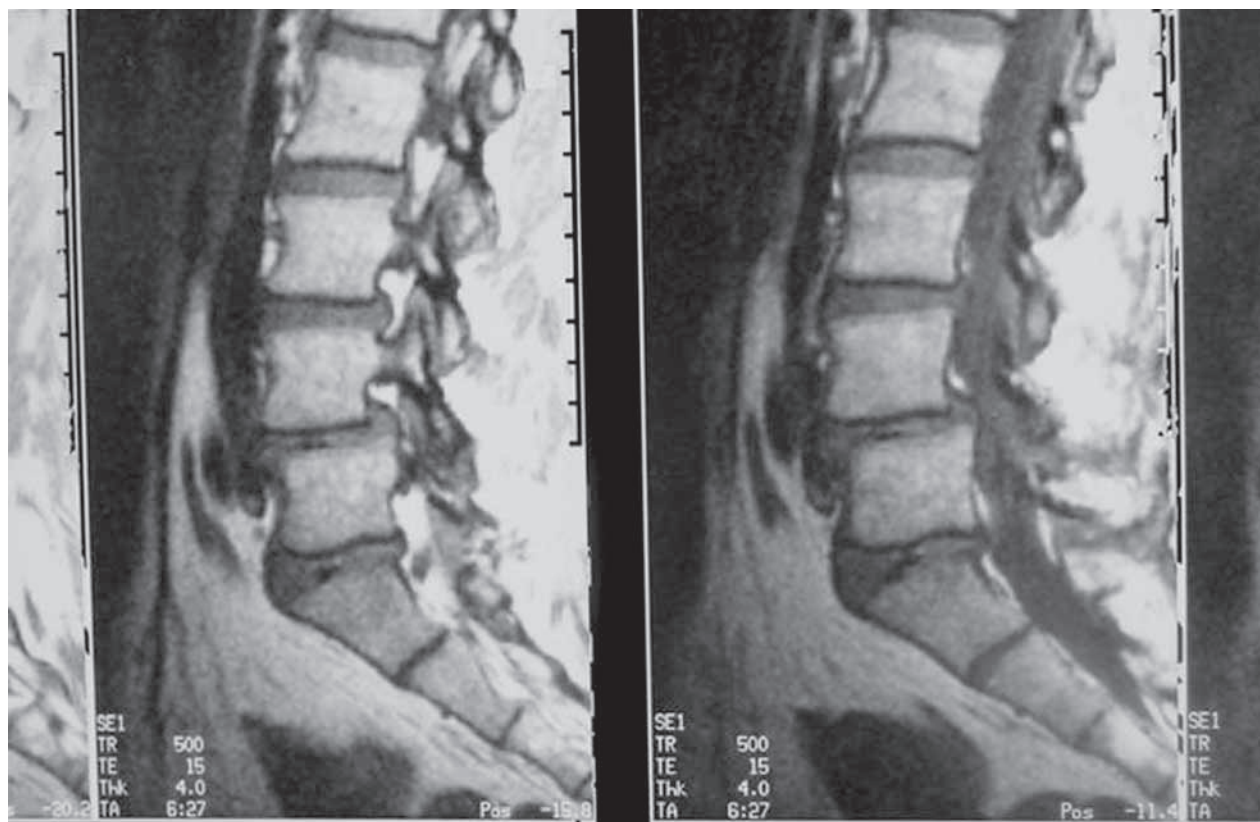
RM que muestra una retrolistesis de cuerpo de L5 acompañada de pseudo protusión discal L4-L5 que condiciona un severo canal estrecho a este nivel. Osteocondrosis discal de L4 a S1.
